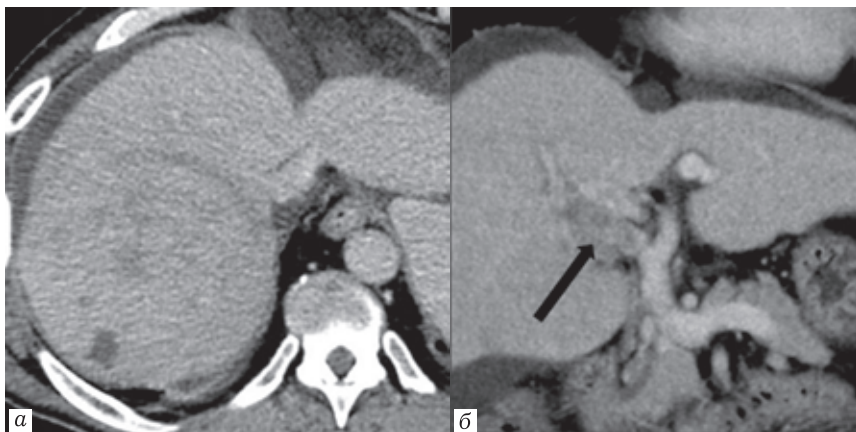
Пациент М., 63 года. МСКТ с внутривенным контрастированием: *а* — отсроченная фаза. Крупное патологическое образование правой доли печени. Умеренно выраженный асцит; *б* — портальная фаза. Корональная проекция. Мягкотканый компонент (стрелка), вызывающий субокклюзию правой долевой ветви воротной вены — категория LR-TIV
